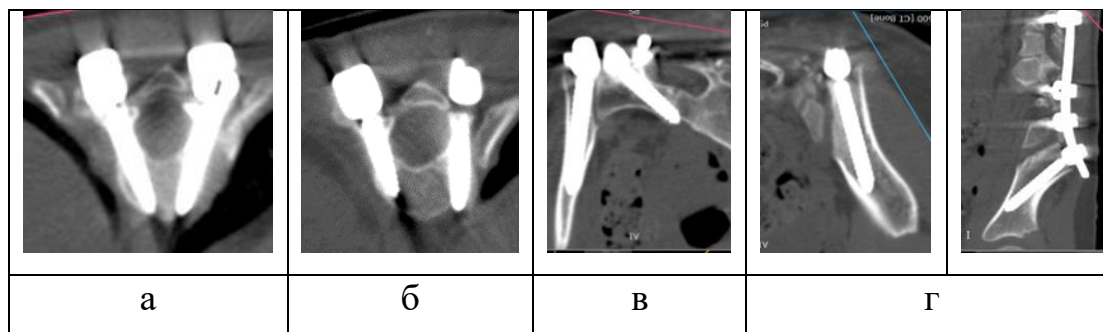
КТ позвоночника после операции: а – Th7 позвонок, б – Th8 позвонок, в – крестец и левая подвздошная кость, г – правой подвздошной кости
